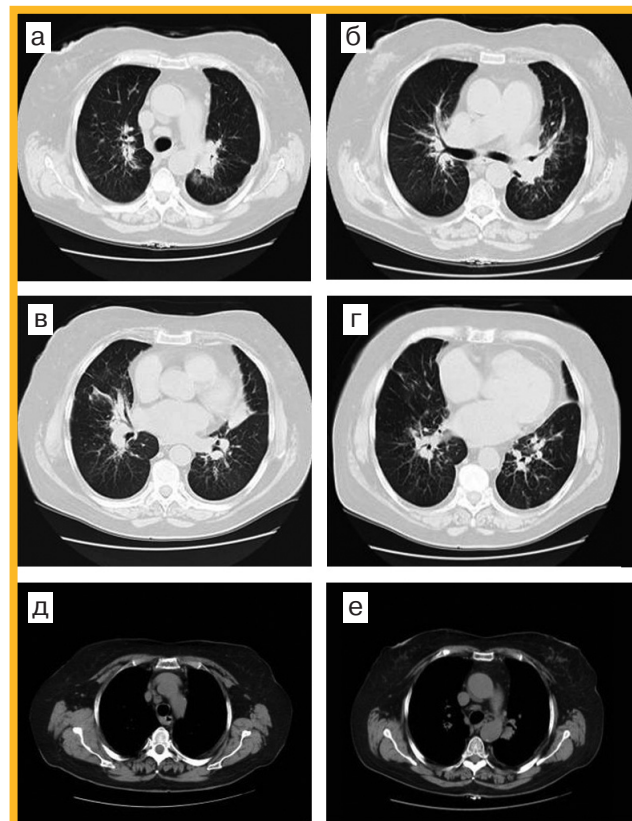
КТ той же больной. Положительная динамика через 3 мес. лечения преднизолоном (см. рис. 2): частичная резорбция инфильтративных и очаговых изменений в легочной паренхиме, уменьшение в размерах медиастинальных лимфатических узлов
